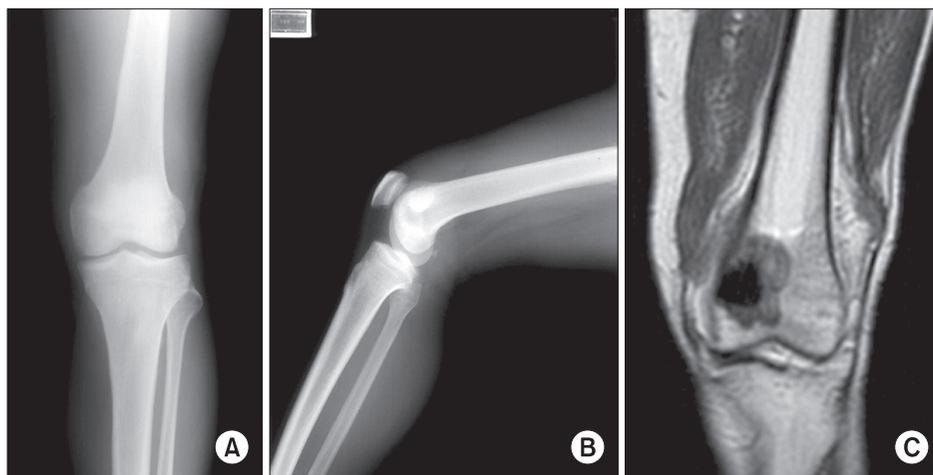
19 years-old male patient. (A, B) Preoperative radiograph show radiolucent bony lesion in left distal femur and (C) inhomogenous low signal intensity of mass and surrounding muscles. The result of insinual bouposy was grade 2B osteosarcoma.
